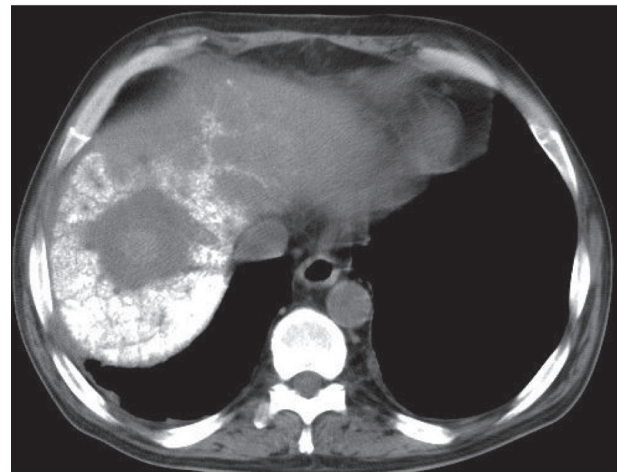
КТ печени через 6 суток после операции. На фоне накопления липиодола в печени отчетливо виден солитарный метастаз в правой доле печени.
